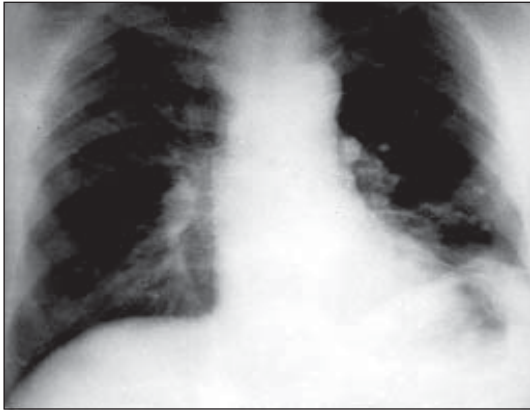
Рентгенограма хворого В.
